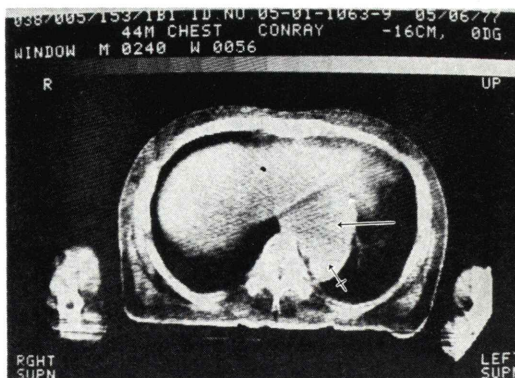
CT scan of case 5 demonstrates a large tumor (←), anteriorly to the descending aorta (+), which is displaced posteriorly by the mass.
